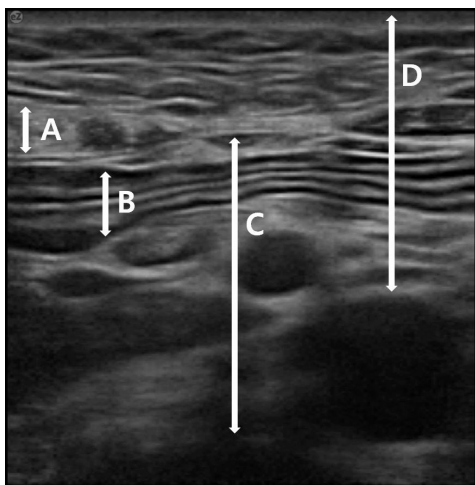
Measurements on an ultrasound image
